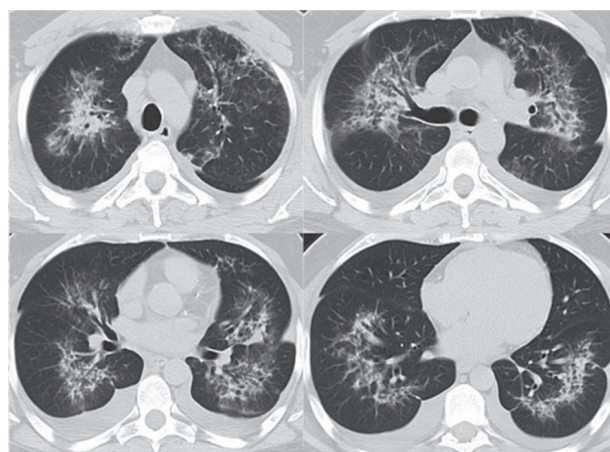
Tomografía computarizada de tórax que muestra opacidades peribronquiales bilaterales en vidrio esmerilado y pequeño derrame pleural bilateral.
